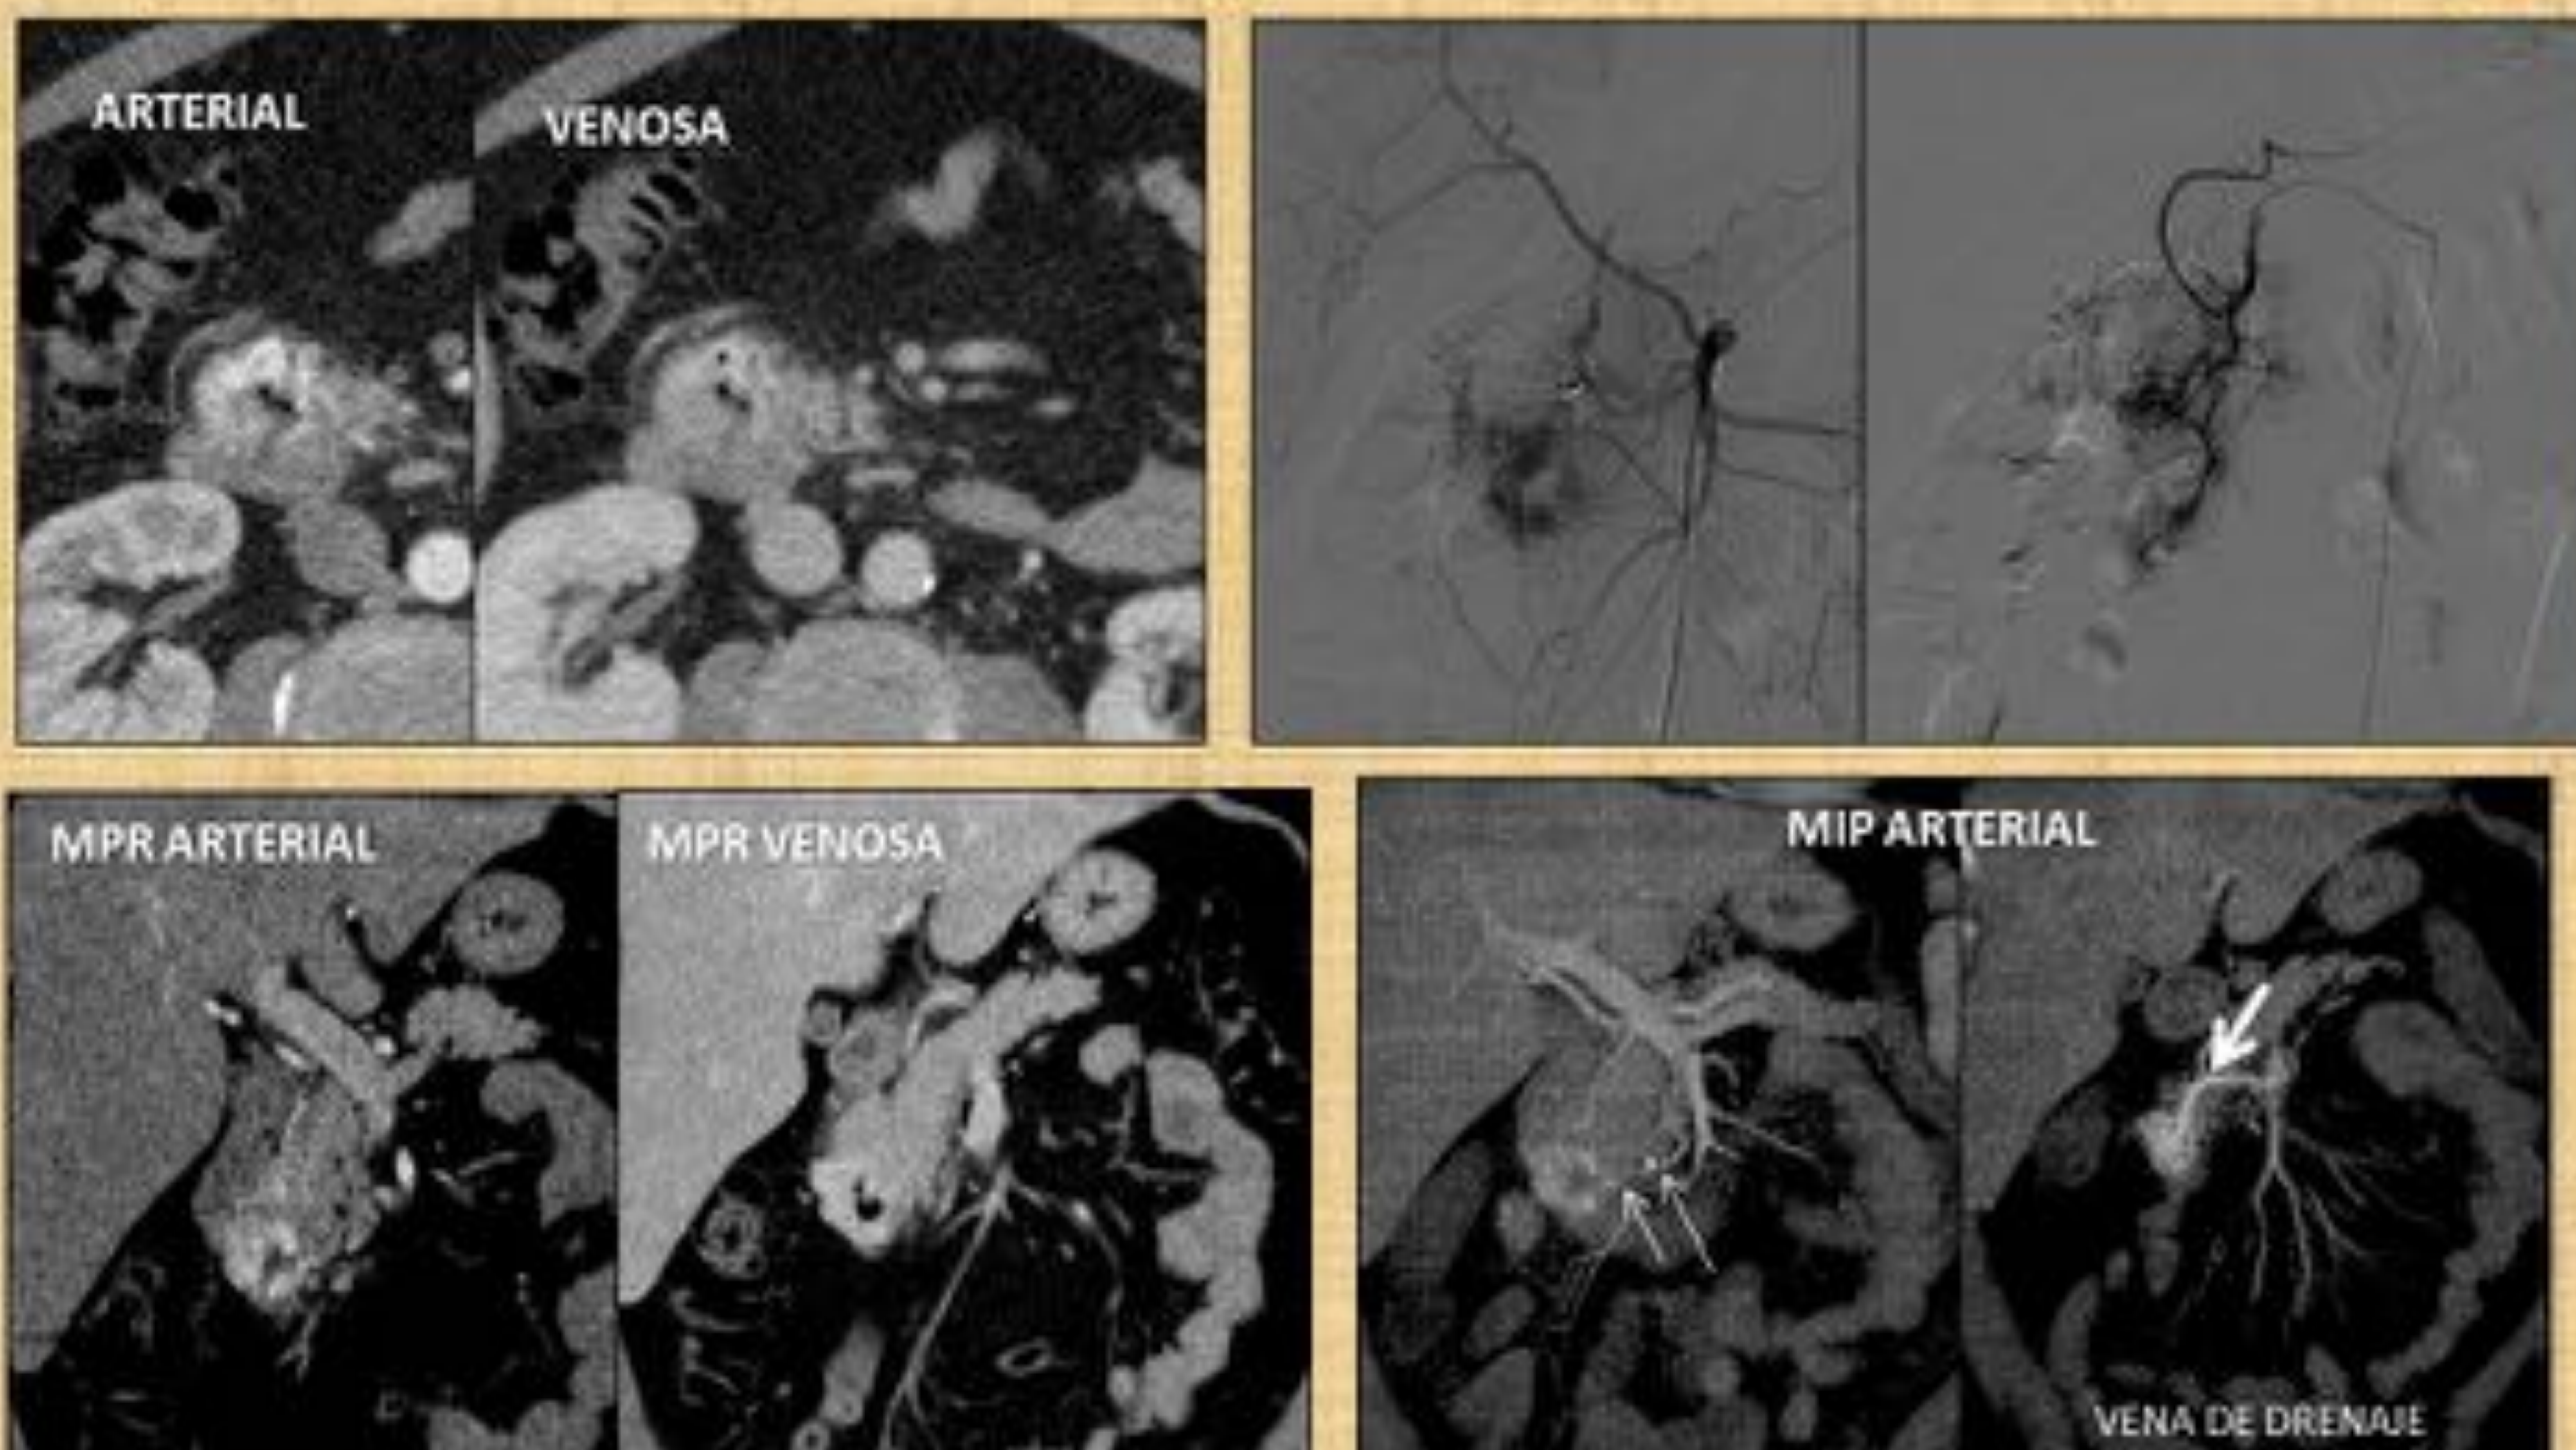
Paciente con sangrado gastrointestinal. Se realizó gastroscopia que demostró tres úlceras duodenales. Ante sangrado intestinal recurrente se realizó TC que demostró la presencia de una MAV pancreática en cabeza y afectación secundaria del duodeno, con captación serpiginosa e intensa de contraste en fase arterial y que presentaba aire, en posible relación con fistulización con el tubo digestivo, como causante de las ulceraciones. Las reconstrucciones orientaron hacia el vaso originario arterial de la MAV dependiente de una rama yeyunal de la AMS (flechas blancas finas) y demostraron en fase arteria la típica vena de drenaje (flecha blanca gruesa) hacia la VMS.
